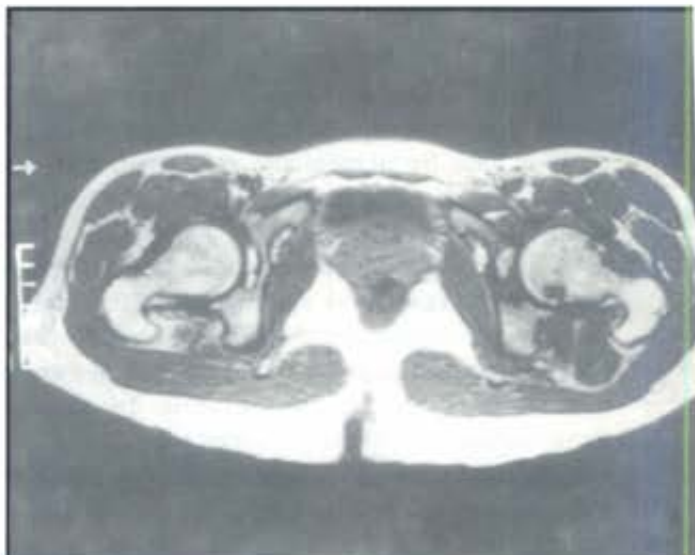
(b): Tomografía Axial Computada de la misma paciente.
